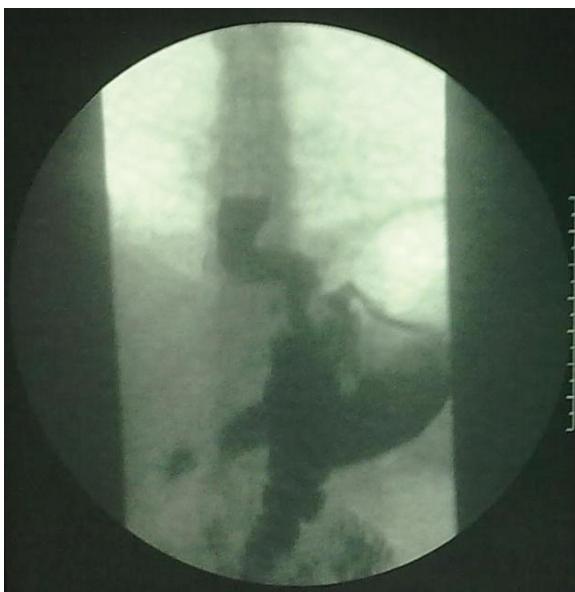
Radiografía con medio de contraste en la que se observa paso del medio de contraste del reservorio gástrico al estómago residual (caso 1)
